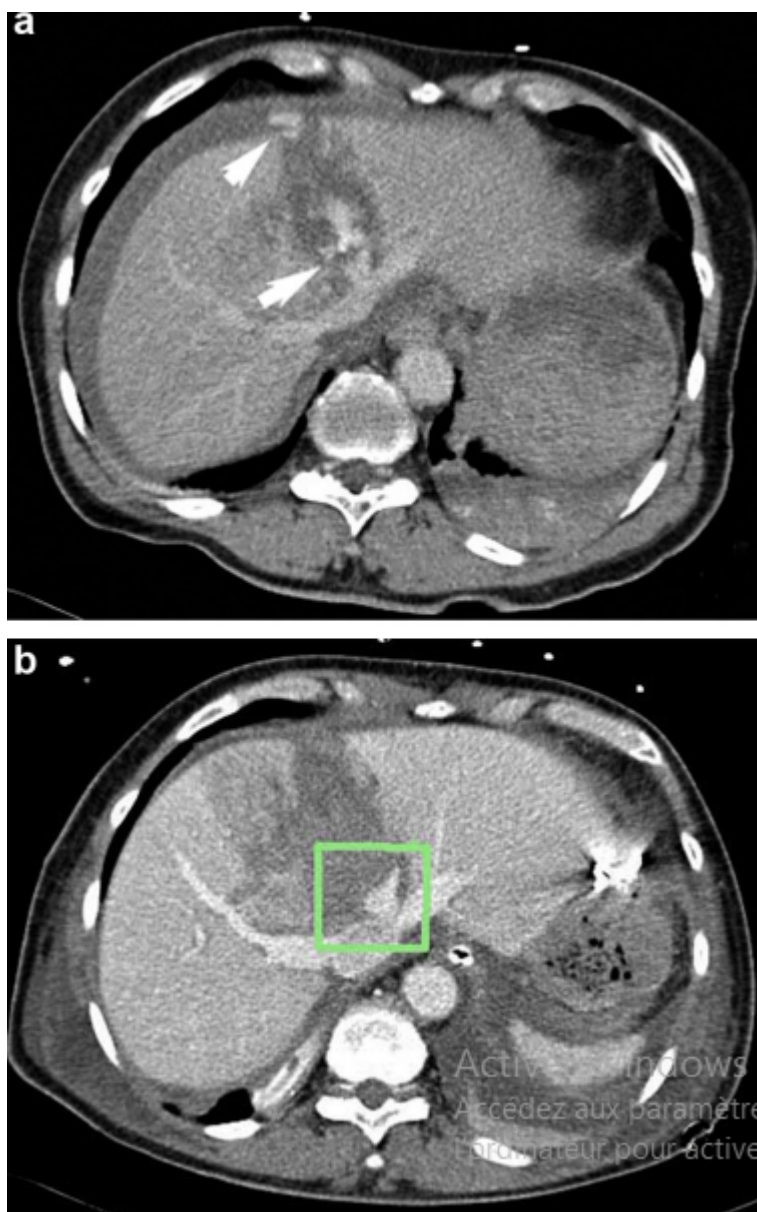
Femme de 60 ans. Accident de ski. Tomo-densitométrie (TDM) à l'arrivée (a) : extravasation sévère par rupture de la veine médiane avec blush qui atteint la cavité abdominale (flèches). Choc en fin de scanner, intervention en urgence avec tamponnement périhépatique. Le contrôle avant ablation du TPH au 5e jour (b) montre l'hémostase obtenue et le moignon de la veine médiane. Suites simples
